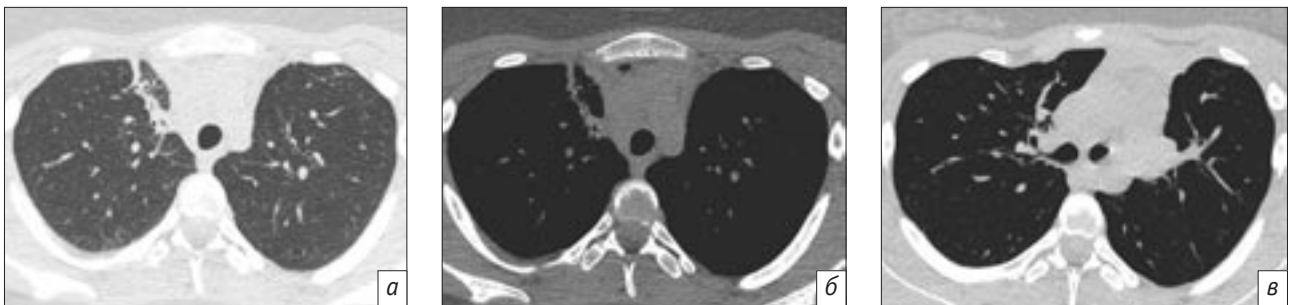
КТ-исследование органов грудной клетки. В III сегменте правого легкого отмечается малая зона перибронхиального склероза. Очагов не выявлено (а, б). Трахея не смещена. Клетчатка средостения однородно уплотнена, без деформации структур средостения. Очаги патологической плотности в лимфатических узлах отсутствуют (в)
